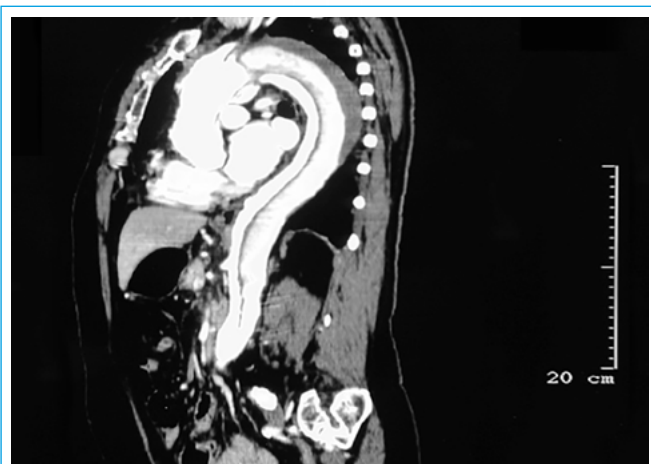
Resonancia magnética. Reconstrucción sagital. Extensa lámina de disección que se extiende desde el arco distal, compromete la aorta descendente y abdominal. Se observa trombosis parcial de la falsa luz
